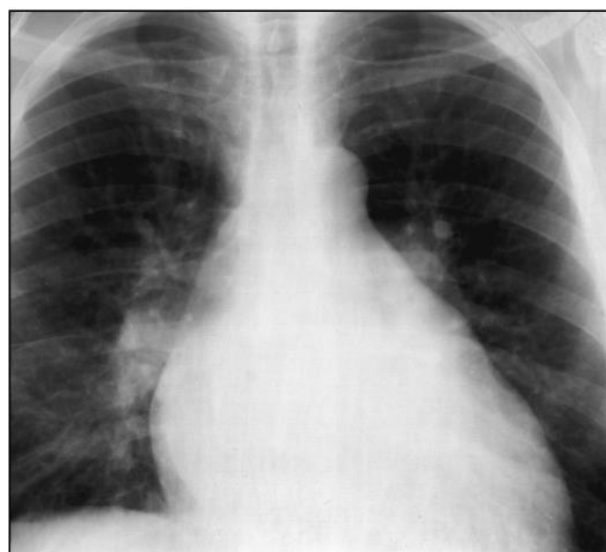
Рентгенограма у прямій проекції. Мітральна конфігурація серця
